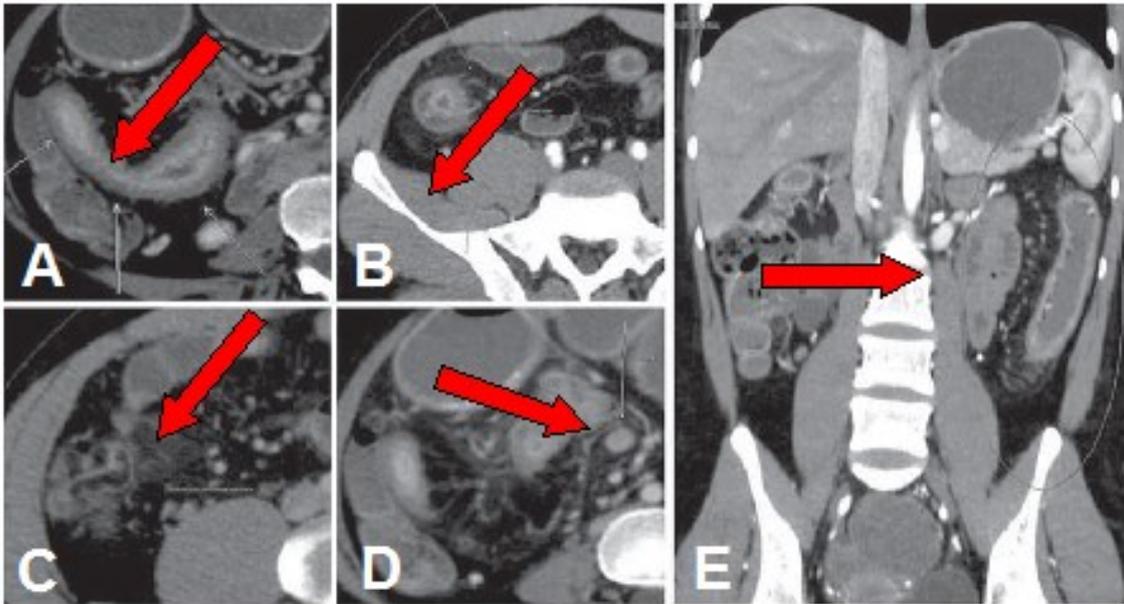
Enteroscopia por Tomografia Computadorizada de paciente com DC.
